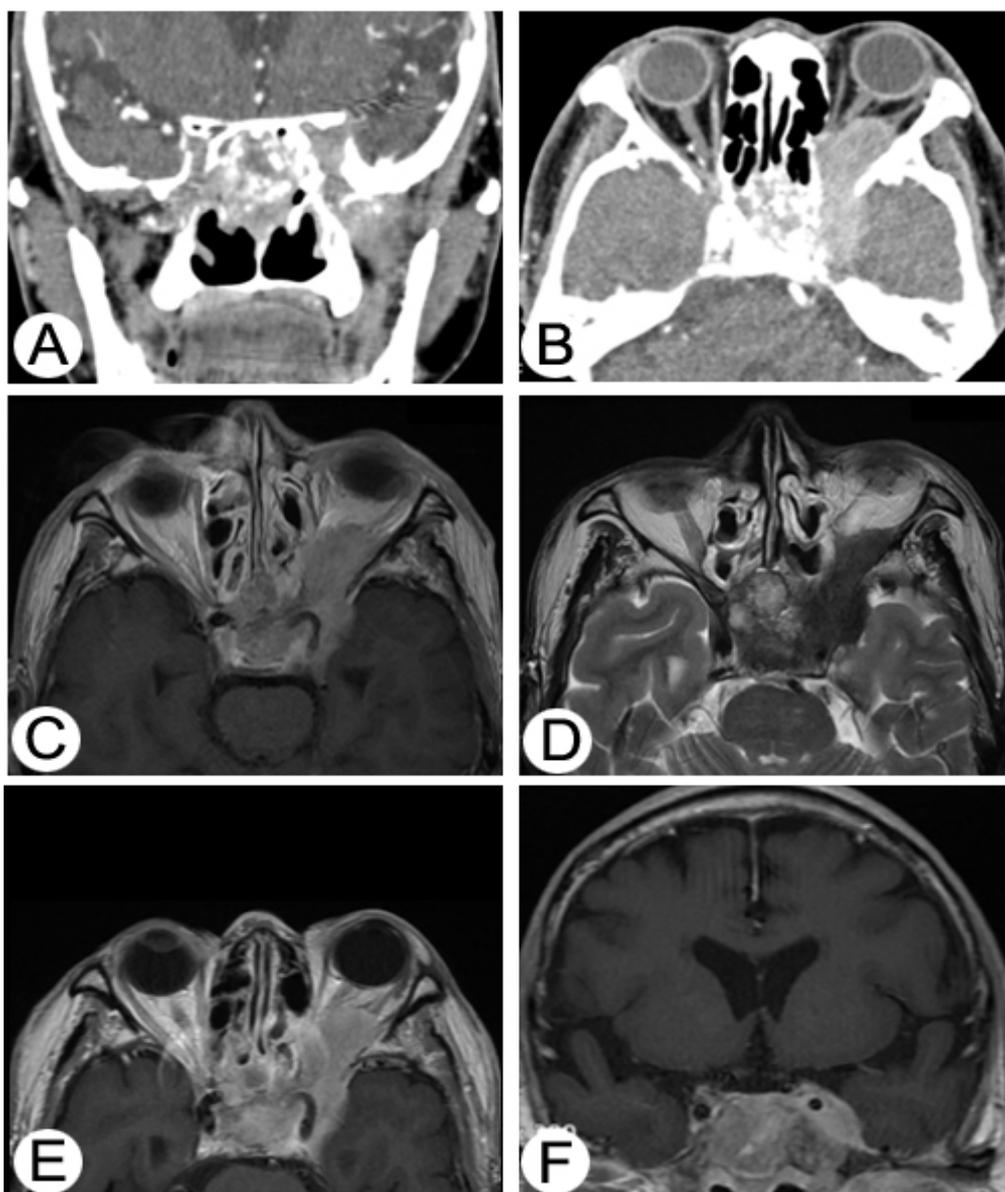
Coronal (A) and axial (B) CT scans demonstrating mass invading sphenoidal sinus, left cavernous sinus, left optic nerve and middle cranial fossa. T1-weighted MRI (C) and T2-weighted MRI (D) showed inhomogeneous mass involving sphenoid and left orbital apex. Gadolinium enhanced image (E, F) showing inhomogeneous mass involving sphenoid and left cavernous sinus.
